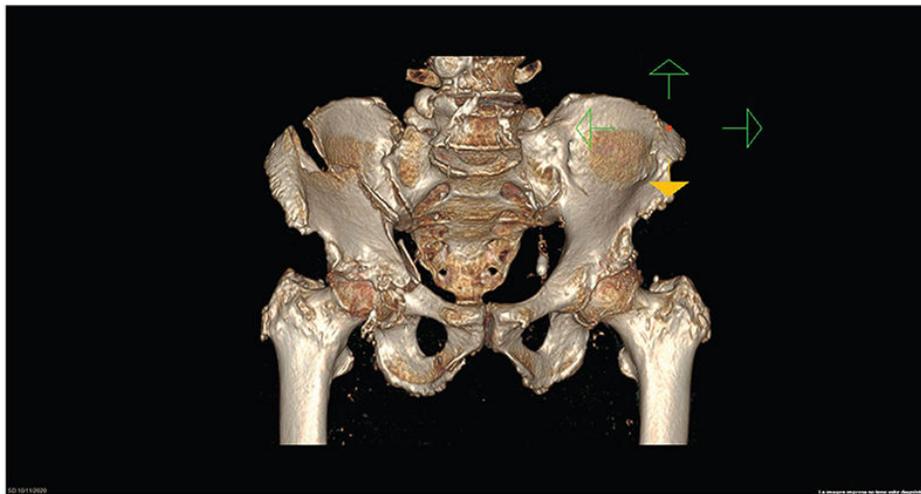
Tomografía computarizada, imagen tridimensional: fractura de pelvis.
